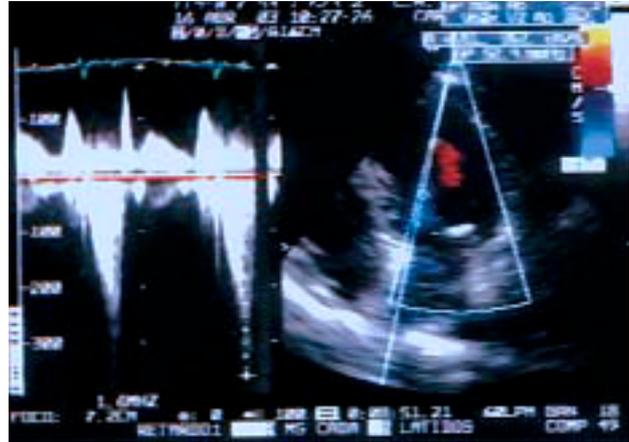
Imagen de ecocardiografía transtorácica en la que se objetiva un gradiente subaórtico dinámico.
